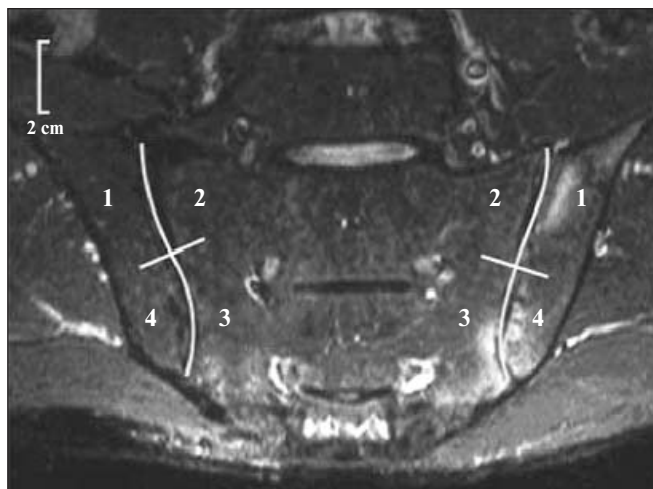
МРТ, T₂ STIR-изображение КПС. Счет SPARCC справа — 1, слева — 3+1 (за интенсивность сигнала).
